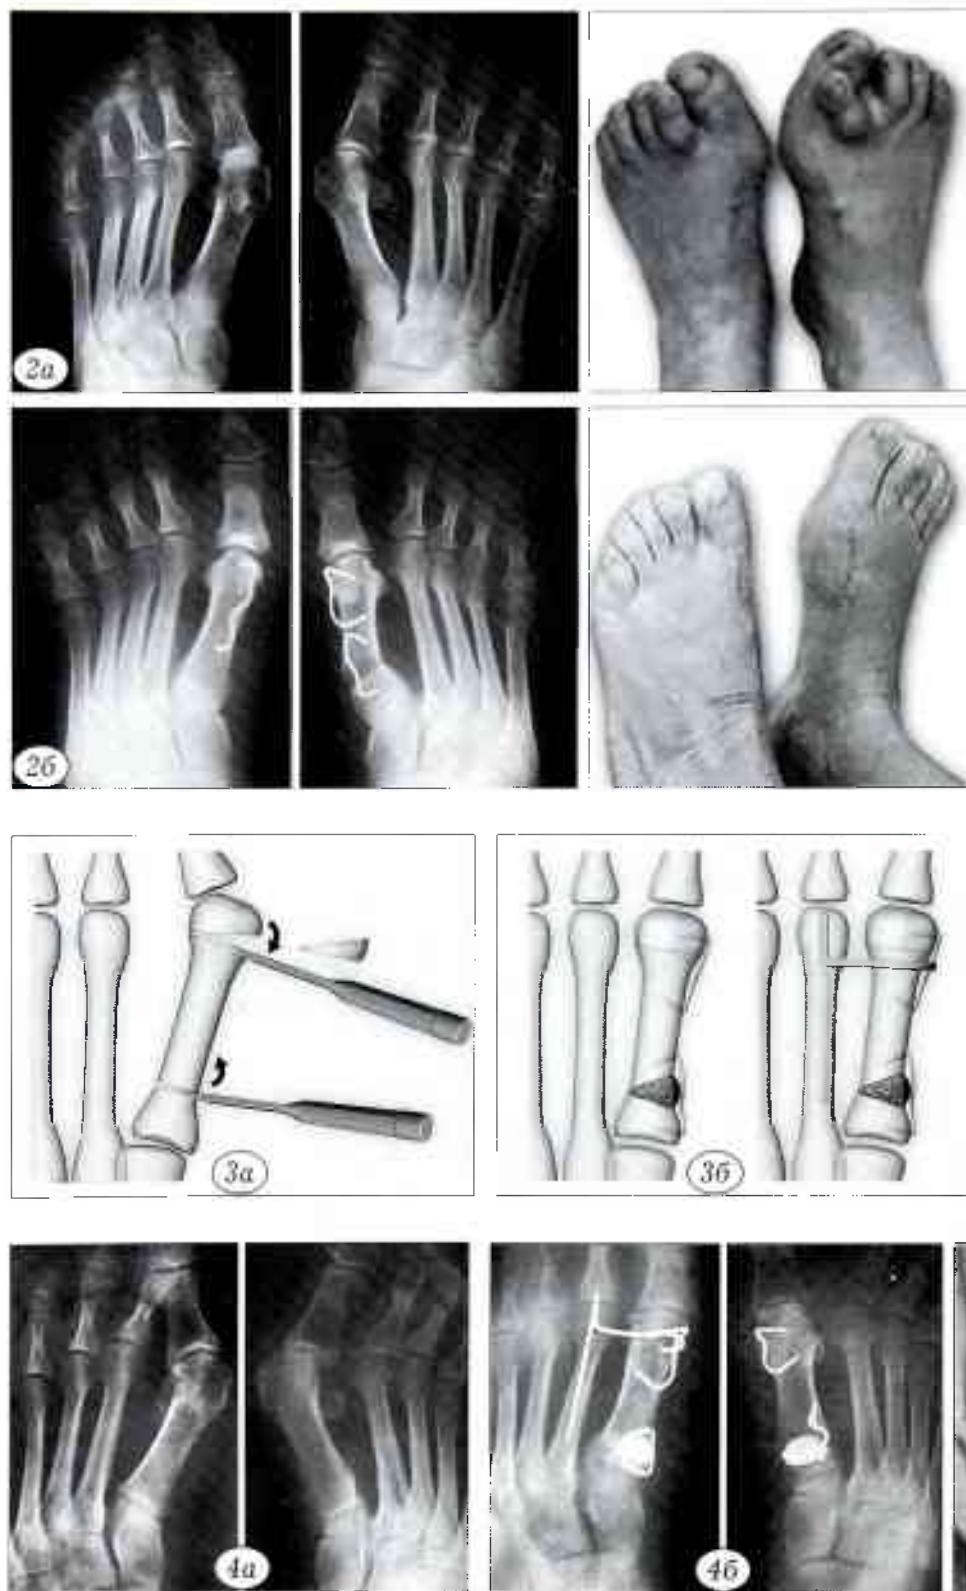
Рентгенограммы и внешний вид стоп больной Н. 52 лет. Комбинированное плоскостопие обеих стоп: справа — II степени, слева — III степени.
